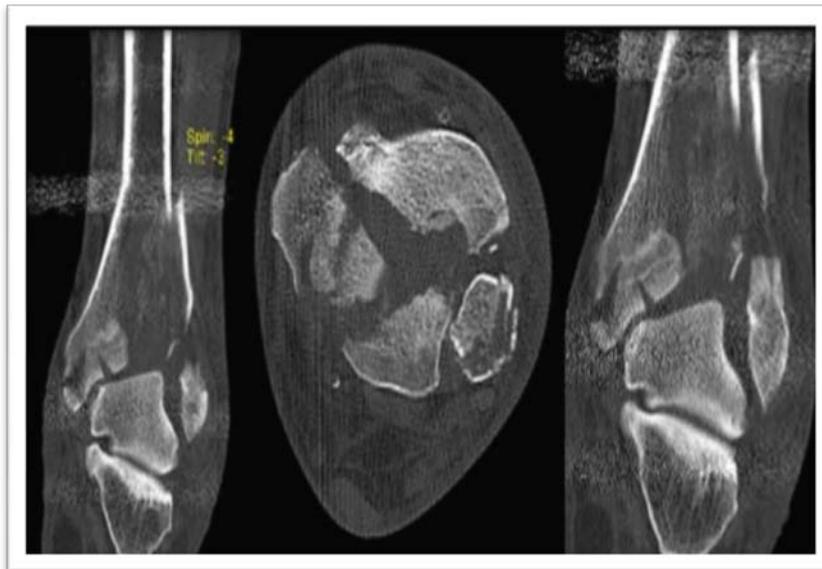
TDM montrant une fracture complète du pilon tibial
